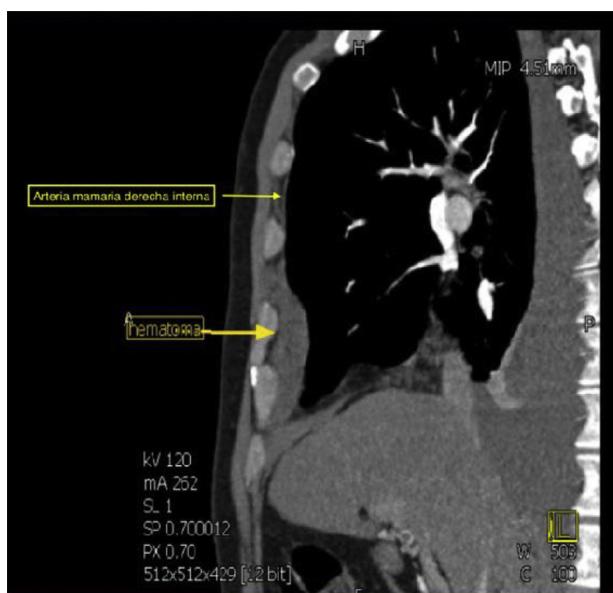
Imagen de la TC de tórax en corte sagital. Se observa la arteria mamaria interna y el hematoma que se origina de la rotura de la misma.
